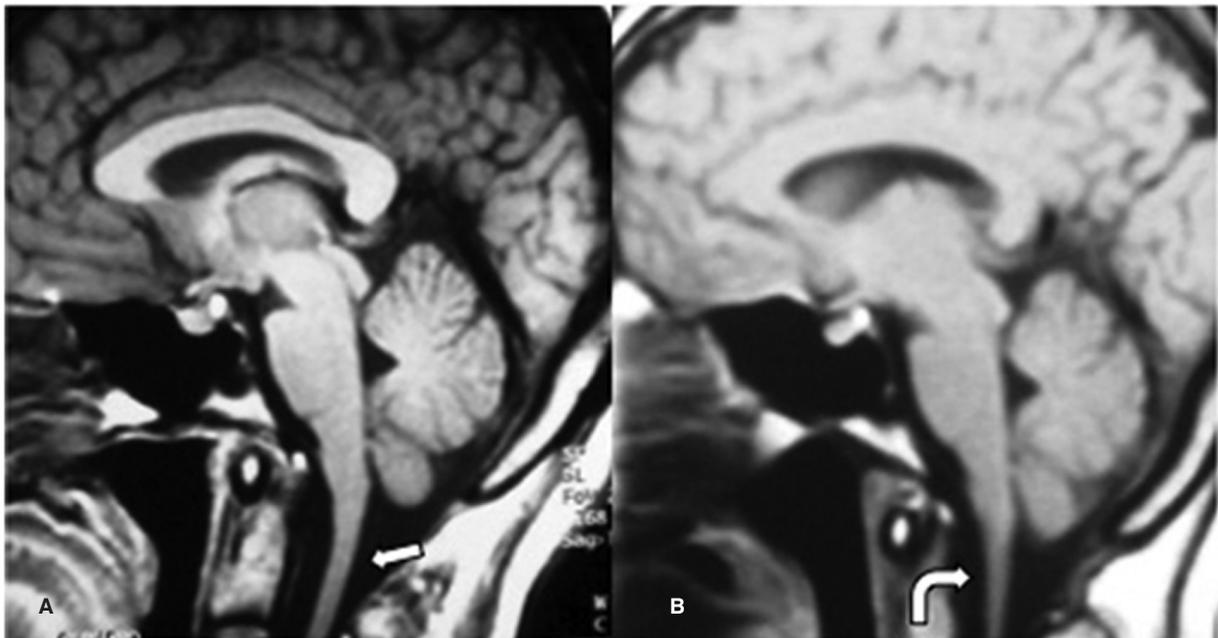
RM de encéfalo del paciente 1 (GB). Muestra atrofia medular en el estudio realizado al inicio de la enfermedad (flecha, A). Progresión de la atrofia medular luego de 8 años (flecha curva, B).
